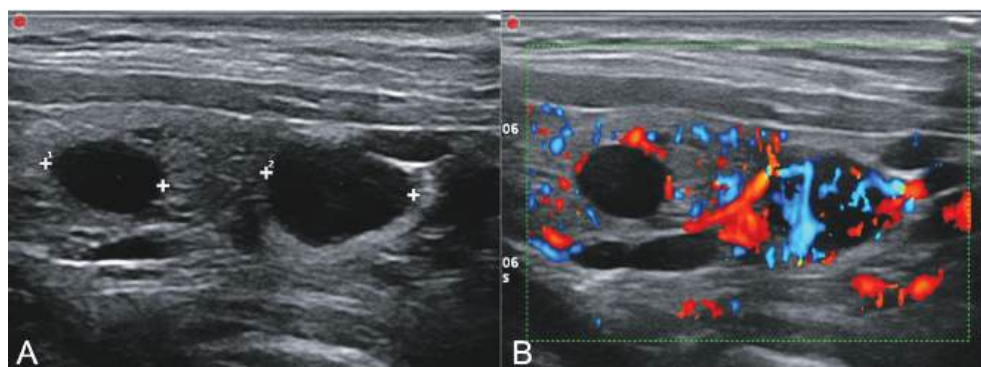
Adenoma paratiroideo con apariencia quística. A. Sección ecográfica sagital con un pequeño quiste en el polo inferior del lóbulo tiroideo derecho y una imagen similar, anecógena, por debajo del polo inferior, con un evidente refuerzo posterior que solo con el modo B se podría considerar un quiste paratiroideo. B. Gracias al Doppler podemos confirmar que se trata de una lesión hipervascularizada, compatible con un adenoma paratiroideo.
